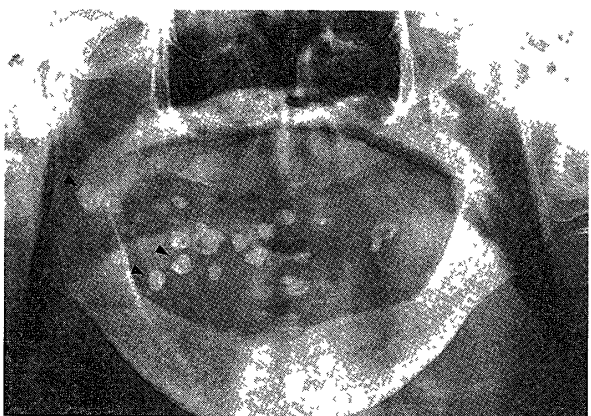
Panoramic radiographs of the tongue at the first examination
